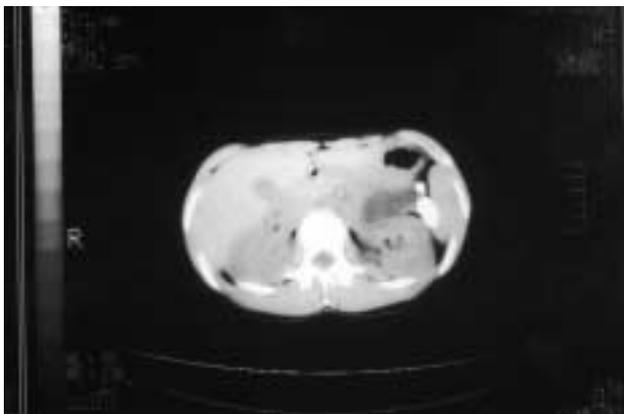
TC de abdomen sin contraste. Se confirma la existencia de la masa heterogénea, un componente con densidad líquida y otro con densidad cálcica, y que no depende del bazo ni del riñón izquierdo ni del páncreas, y situándose en íntimo contacto con la cara posterior del estómago y asas de yeyuno proximal.
